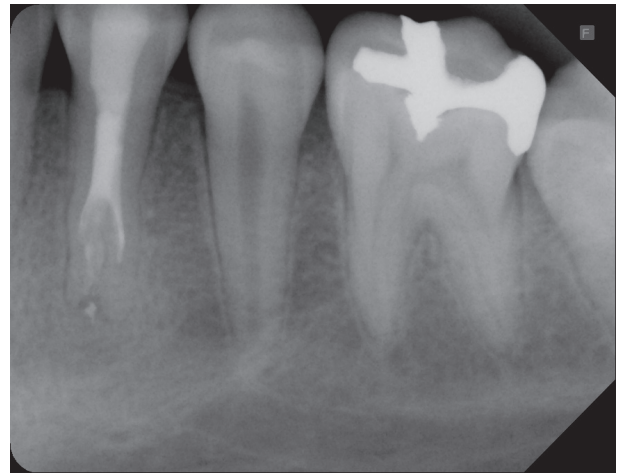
Three-month postoperative radiograph indicating periapical healing.
